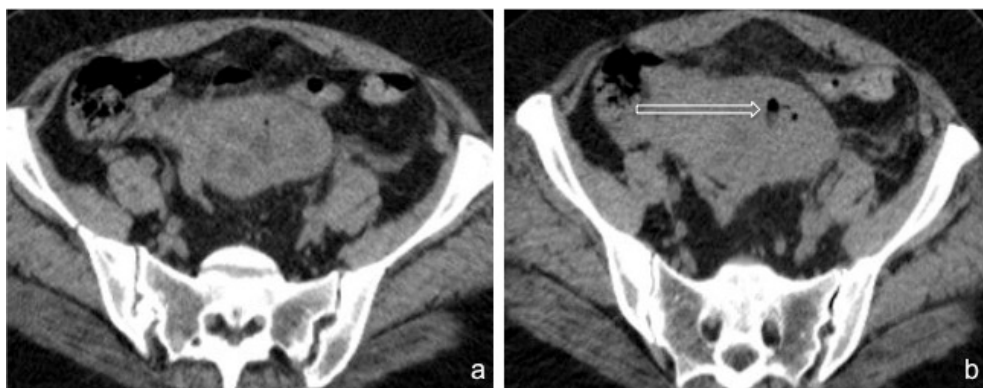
Mulher com abscesso tubo-ovárico esquerdo. A imagem de TC no plano axial demonstra lesão anexial esquerda complexa, de parede espessada, contendo gás (seta), sem que seja individualizável da trompa de Falópio homolateral (Cortesia do Dr. Luís Gargaté).
